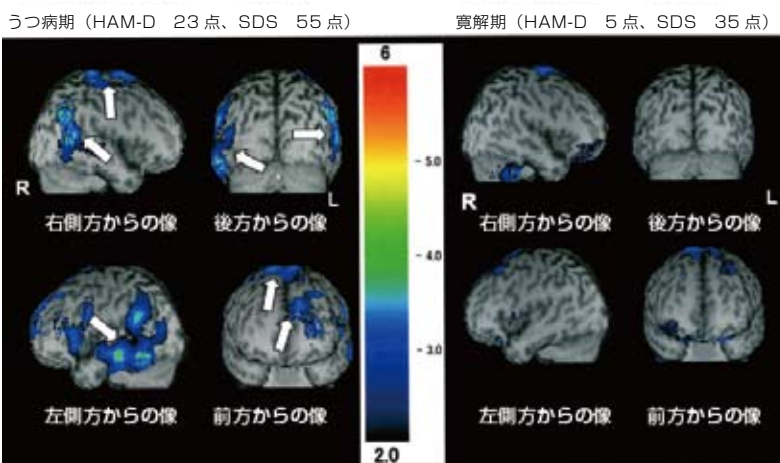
^{99m}Tc -ECD SPECT を用いた脳血流の検討
